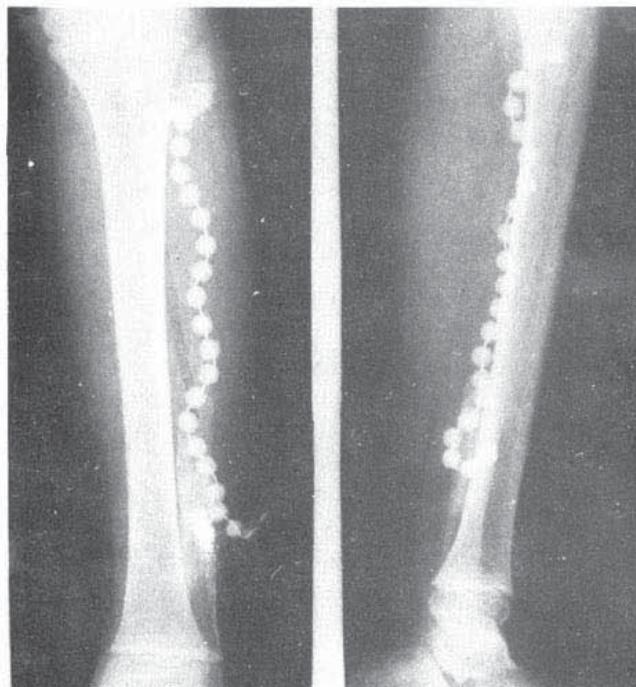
Cerrahi girişimde 6 hafta sonraki grafisi.
